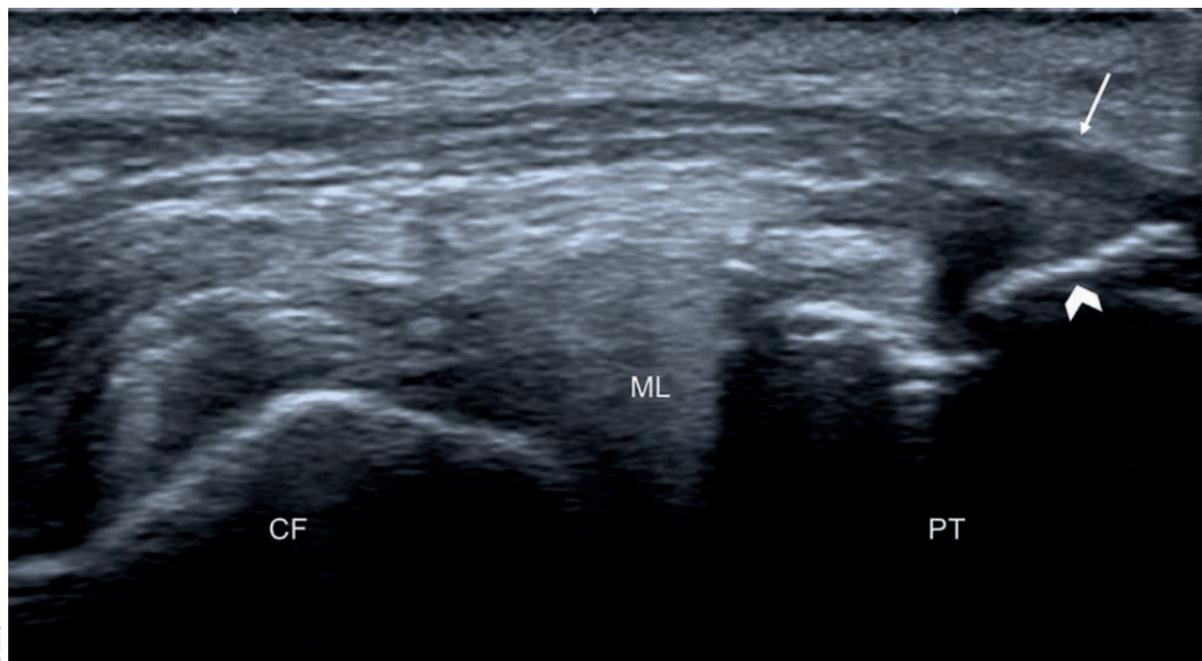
Aspect échographique pathologique du LAL : l'insertion tibiale est hypoéchogène et épaissie (flèche) et il existe une avulsion osseuse à l'enthèse tibiale (tête de flèche) ou fracture de Segond
